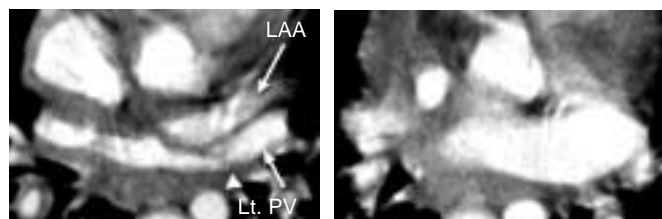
Computed tomography of cutback of left PV and LAA (case 8).
